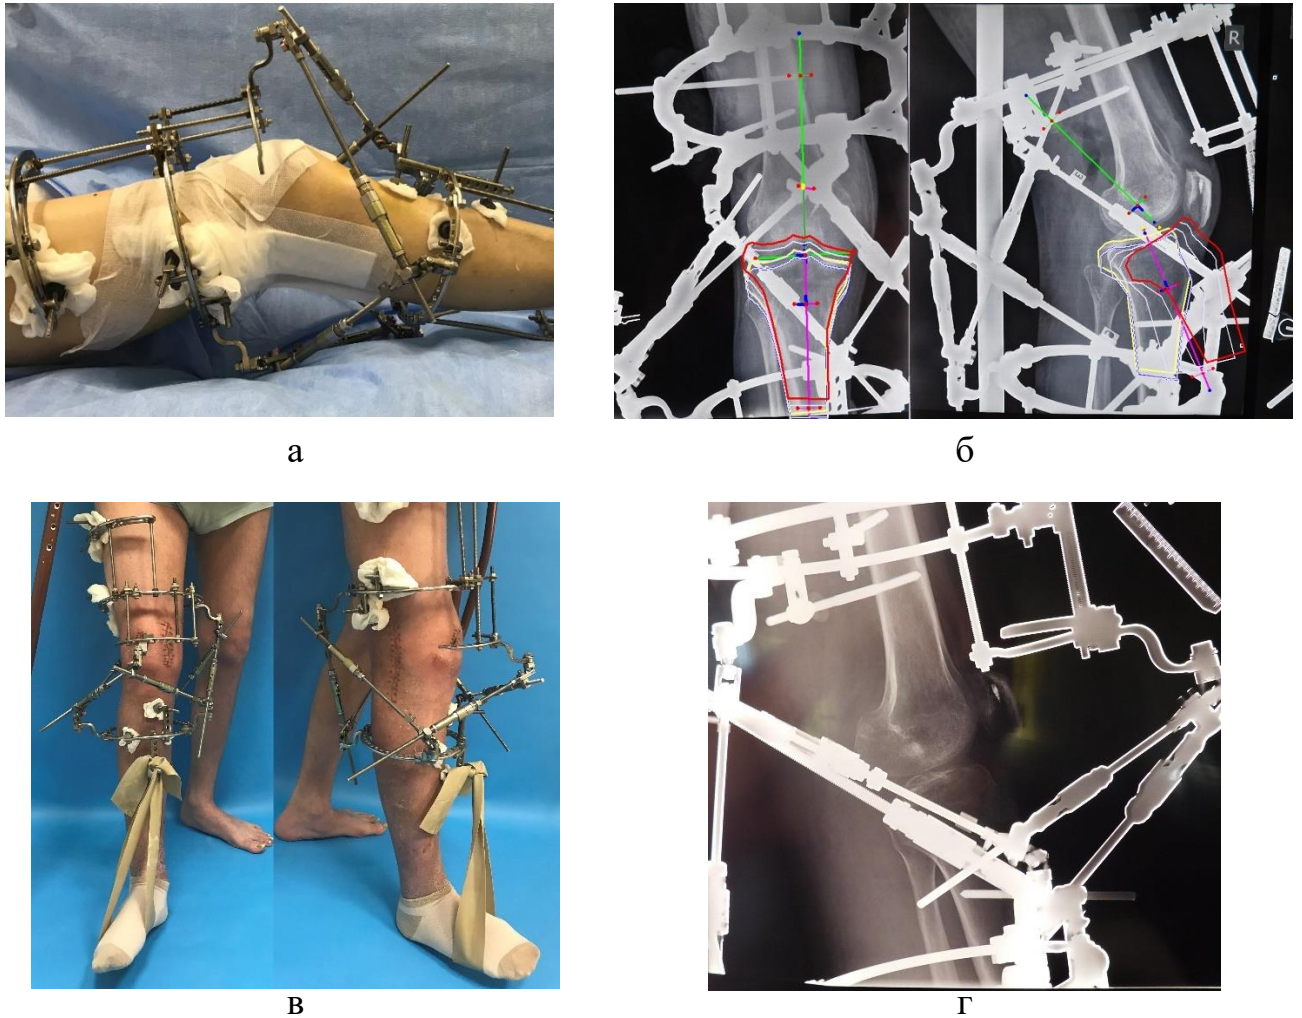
Применение ортопедического гексапода Орто-СУВ: а – внешний вид после монтажа ортопедического гексапода; б – расчет разгибания в компьютерной программе; в – внешний вид после разгибания; г – контрольная рентгенограмма по окончании периода разгибания
